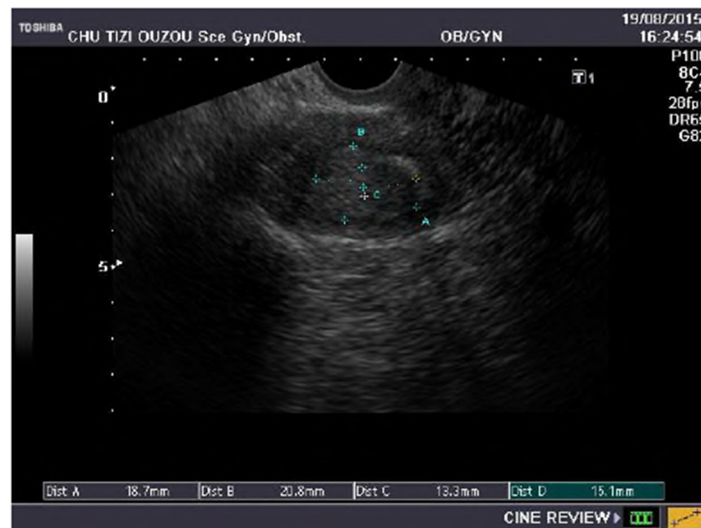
Aspect du cancer de l'endomètre à l'échographie
